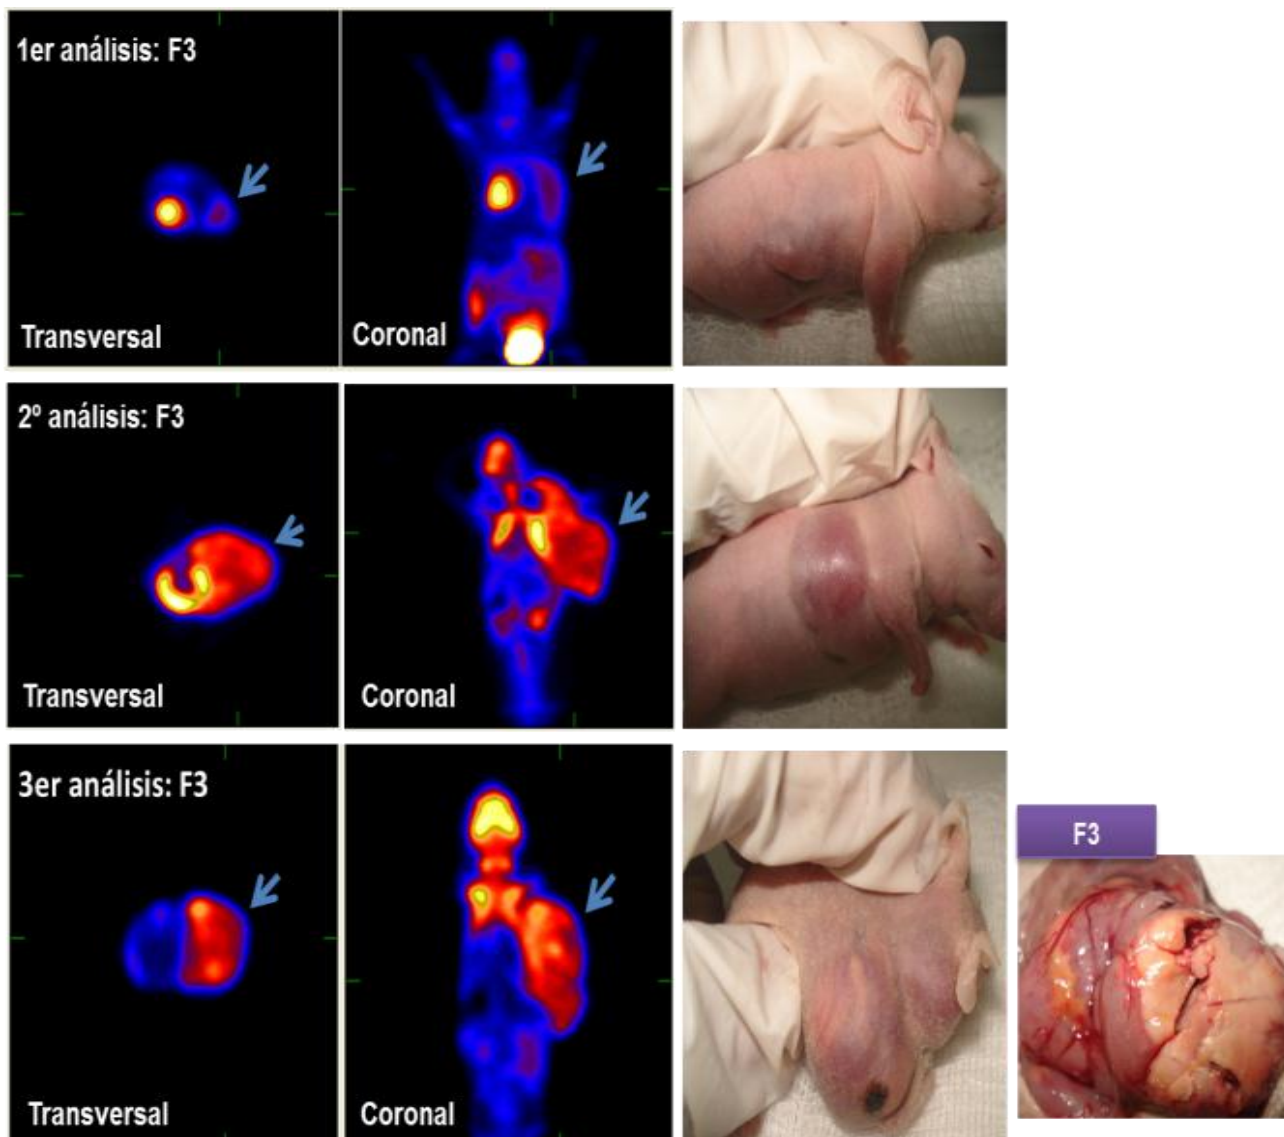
d. Muestra la evaluación del crecimiento tumoral del grupo experimental tratados con el F3. Este análisis se llevó a cabo mediante microPET empleando el radionúclido ^{18}F FDG. El seguimiento de la enfermedad se evaluó mediante 3 análisis (basal, 7 y 15 días). Se observó crecimiento significativo de la masa tumoral y presencia de necrosis, lo que refiere la baja efectividad del tratamiento de manera adyuvante. A la derecha se muestran los animales que se utilizaron durante los 15 días del seguimiento de este análisis y la masa tumoral extraída al finalizar el estudio. Las flechas indican la zona de mayor captación de la ^{18}F FDG; la cual se biodistribuye en la zona de mayor demanda energética. Por su naturaleza fisiológica, en los órganos corazón y cerebro se observa mayor captación del radionúclido; en la vejiga se observa captación debido a que la FDG es excretada a través de la orina.
